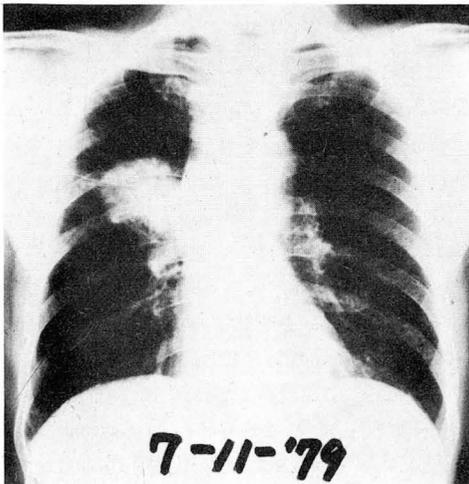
Pre-and Post-radiotherapy roentgenograms. The second roentgenogram was obtained after 4,000 Rads. (400Rads×3, followed by 200Rads/day)
